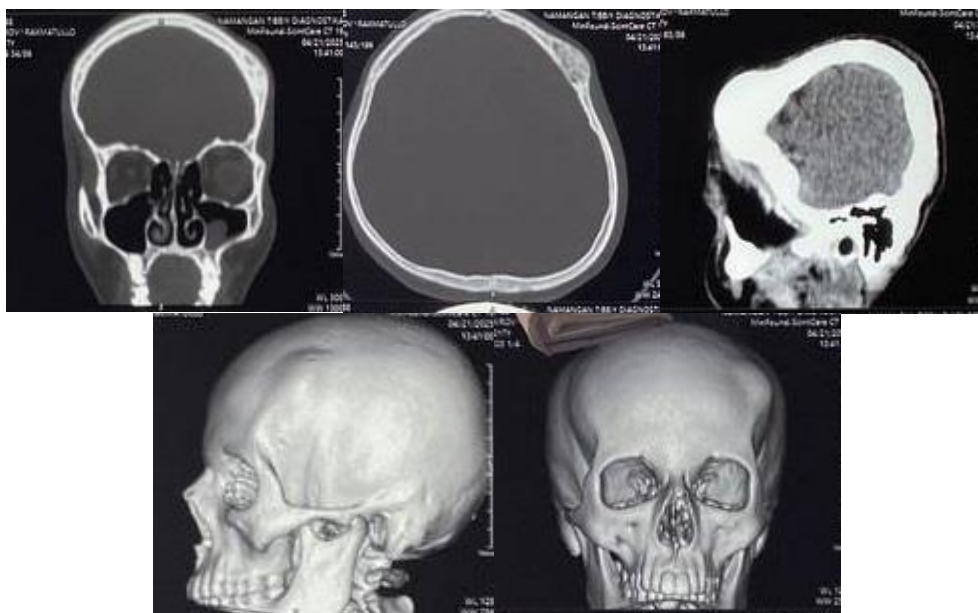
Предоперационное МСКТ исследование головного мозга. Представлено новообразование лобной кости слева в 3-х проекциях и на 3D режиме.
